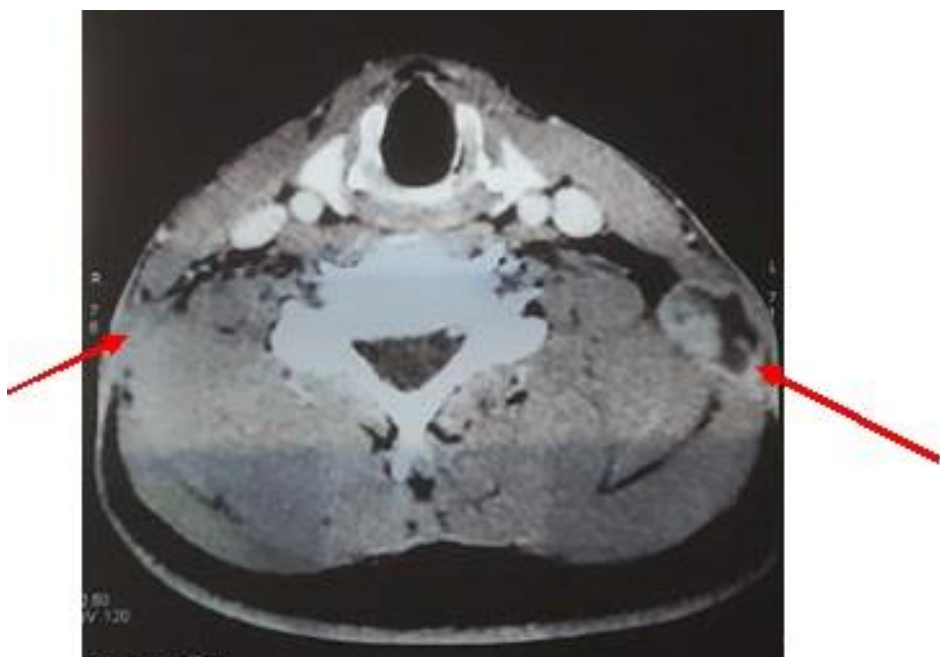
IRM cervicale, coupe axiale
